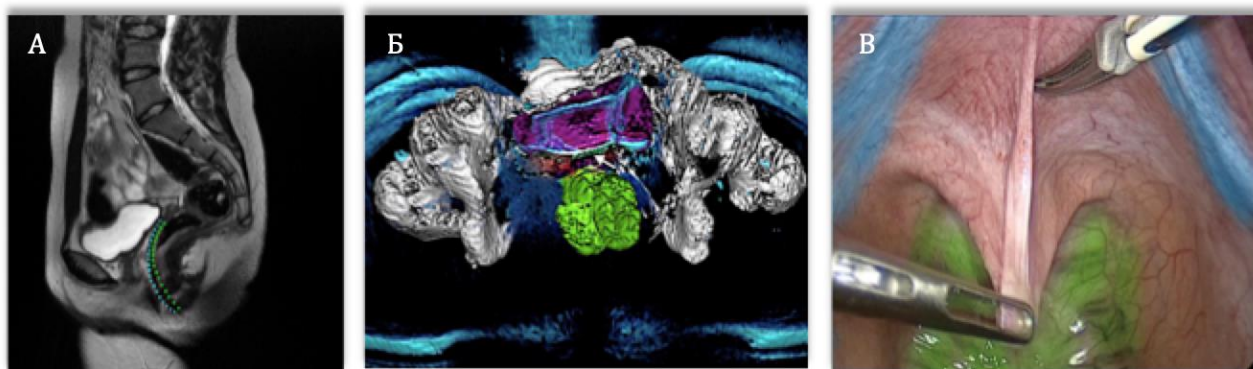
Высокоточное МРТ, пунктирными линиями обозначены границы БПА (А). Трехмерное компьютерное моделирование органов малого таза, стрелкой указана проекция фасции Денонвиллье (Б). Интраоперационная визуализация, зеленым цветом выделена прямая кишка, голубым цветом – рудиментарные крестцово-маточные связки (В)
